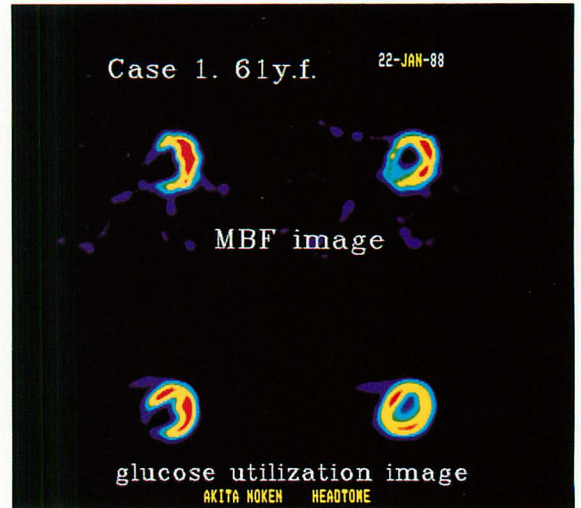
PET images of Case 1.
